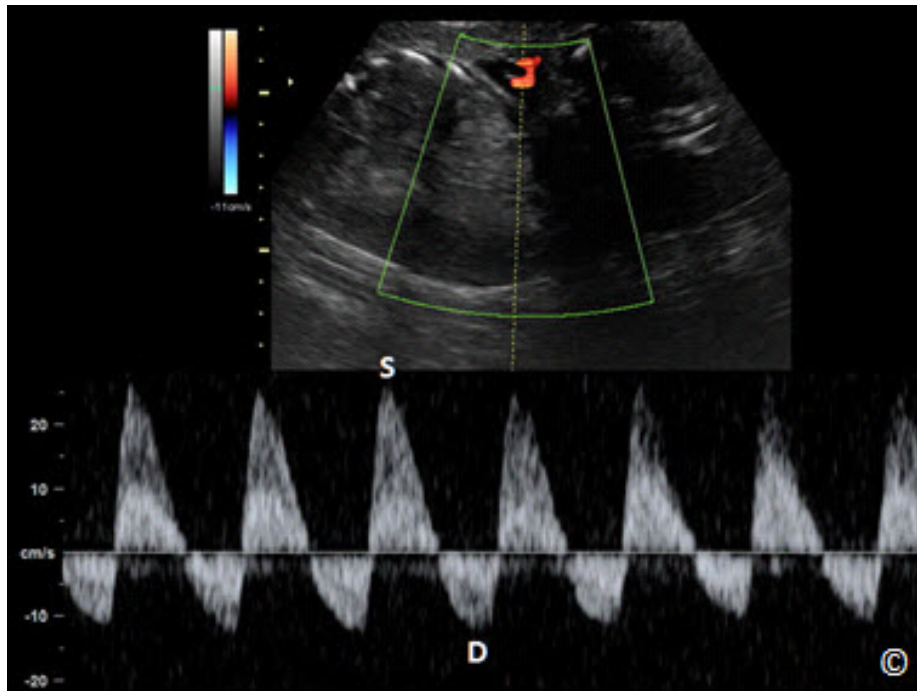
Doppler espectral (pulso) de la arteria umbilical en un feto con velocidad diastólica retrógrada (D). Este patrón representa una etapa avanzada de compromiso fetal (S = sístole).
